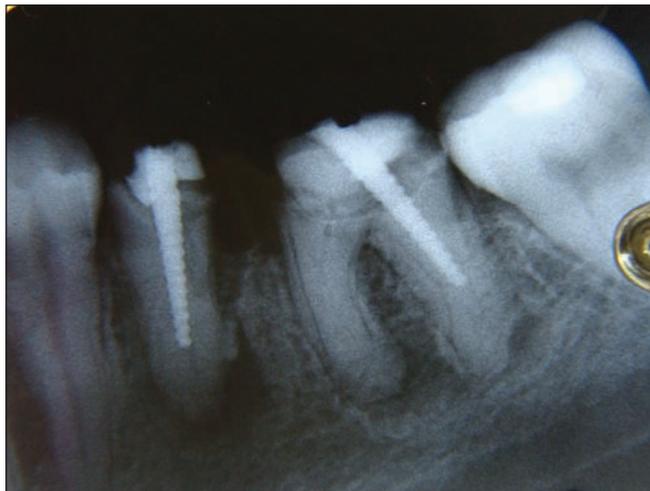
Рентгенограмма зубов 3.5 и 3.6 пациентки N на момент обращения
